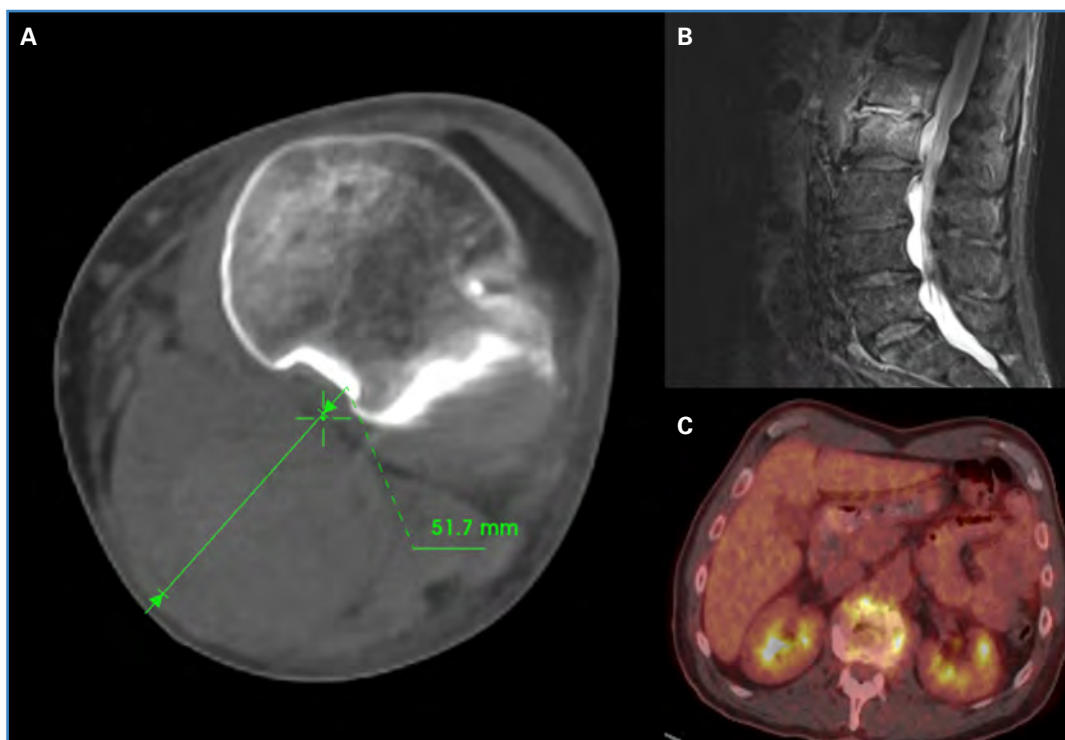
A. Aneurisma poplíteo izquierdo con crecimiento de saco e imágenes sugestivas de rotura. B. RMN de columna lumbar con afectación de L1 y L2. C. PET-TC de columna vertebral con cambios sugestivos de espondilodiscitis.
